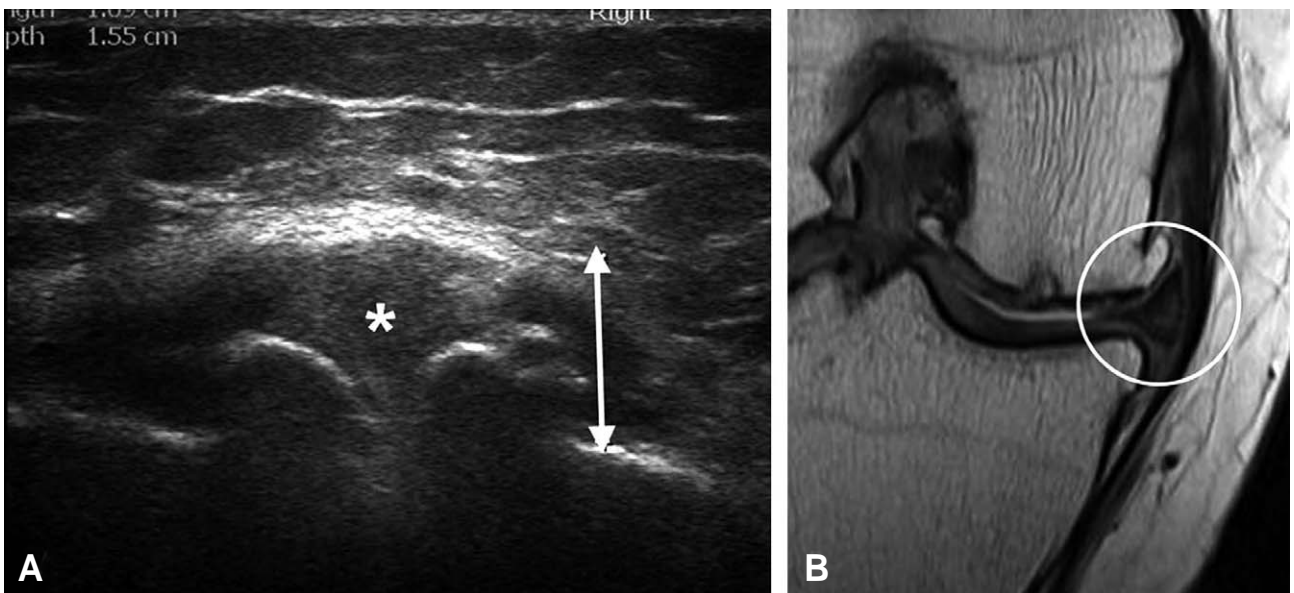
Ultrasonography of extruded medial meniscus (asterisk) (A). Coronal MRI of medial meniscus in the same patient (B).
